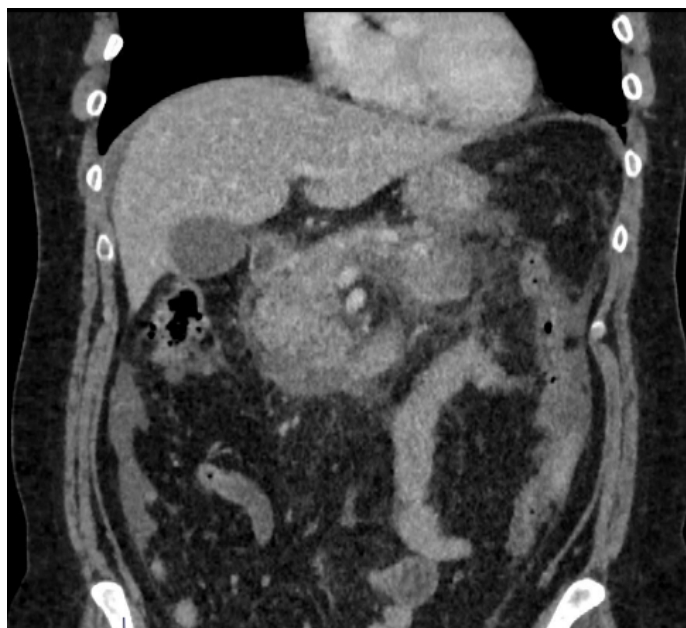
КТ-картина деструктивного панкреатита, с формированием парапанкреатического инфильтрата в области головки поджелудочной железы
